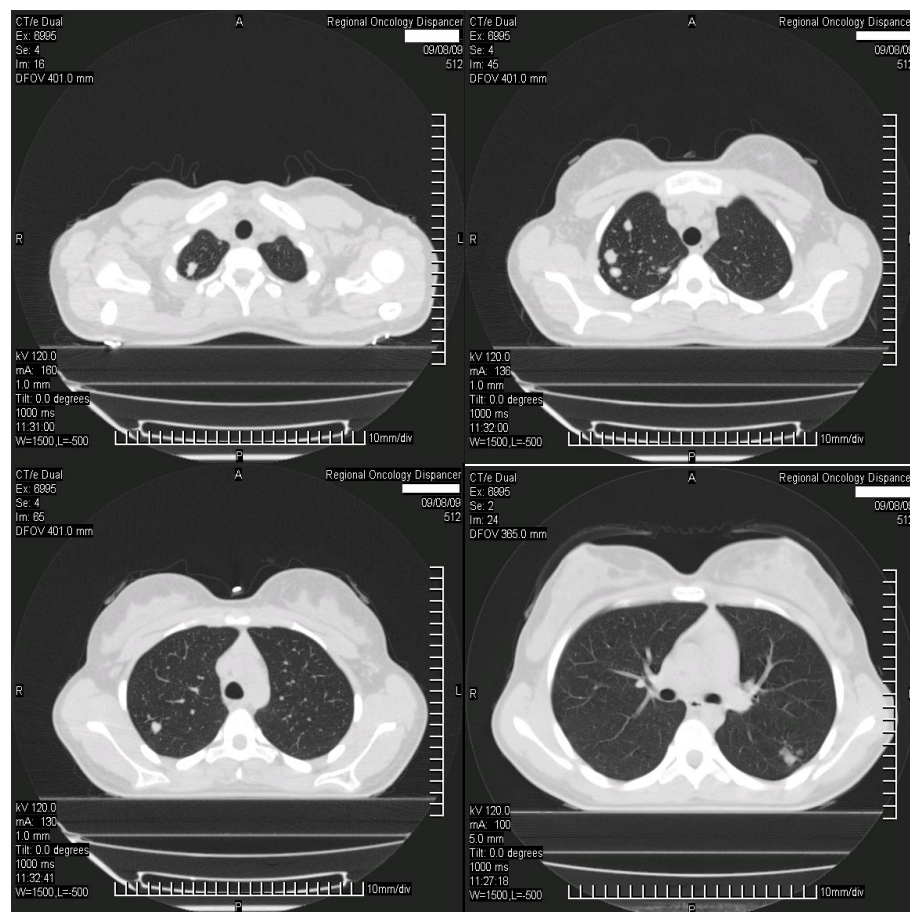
Компьютерная томограмма легких больной З. через 2 мес. химиотерапии.
